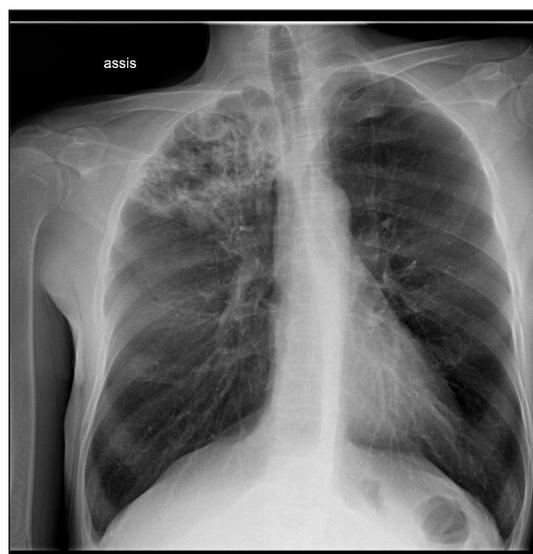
Radiographie de face montrant les lésions du lobe supérieur droit (30/07/2013)
